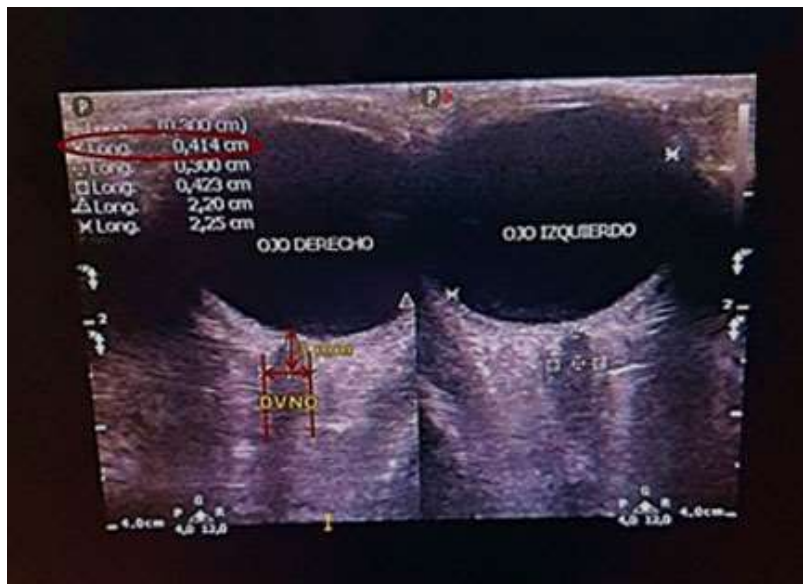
Vista ultrasonográfica de ambos ojos. Medición a 3mm del disco óptico. Paciente sano.
